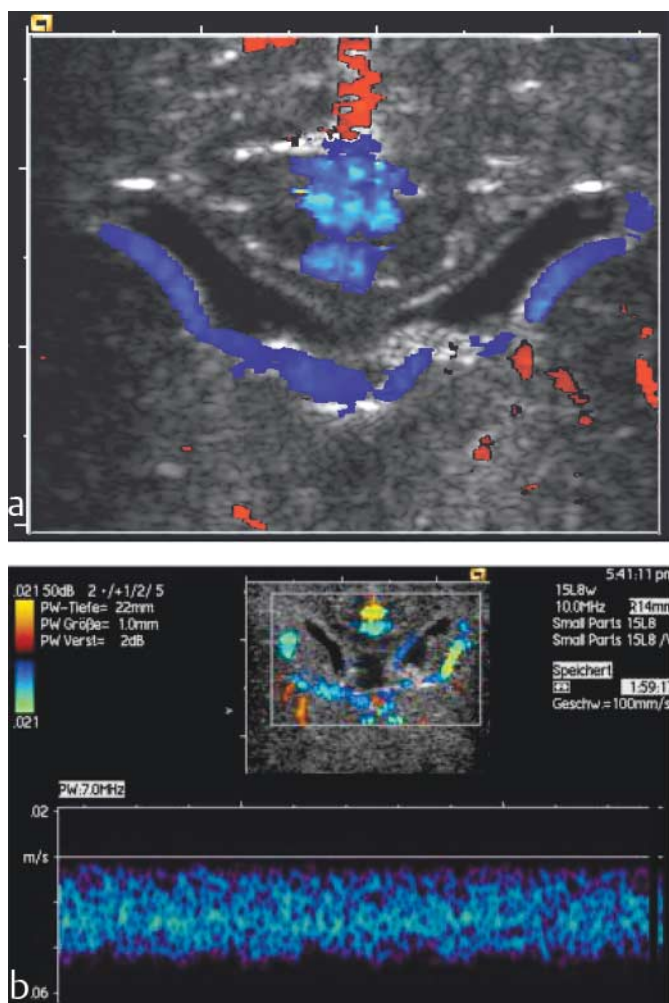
a und b Farbkodierte dopplersonographische Darstellung der Venae terminales und der subependymalen Venen. Die Venae terminales verlaufen am Boden, die subependymalen Venen am Dach der Seitenventrikel. Die Venae terminales und die subependymalen Venen drainieren die medullären Venen aus dem Mark. Mit der gepulsten Doppler-Sonographie kann eine kontinuierliche Blutströmung mit einer Flussgeschwindigkeit von ca. 4 cm/s nachgewiesen werden. c Darstellung der medullären Venen, die in die subependymalen Venen und in die Vena terminalis münden mit einem 11 MHz-Linear-schallkopf (koronare Ausschnittsvergrößerung in Höhe des Seitenventrikelvorderhornes).
